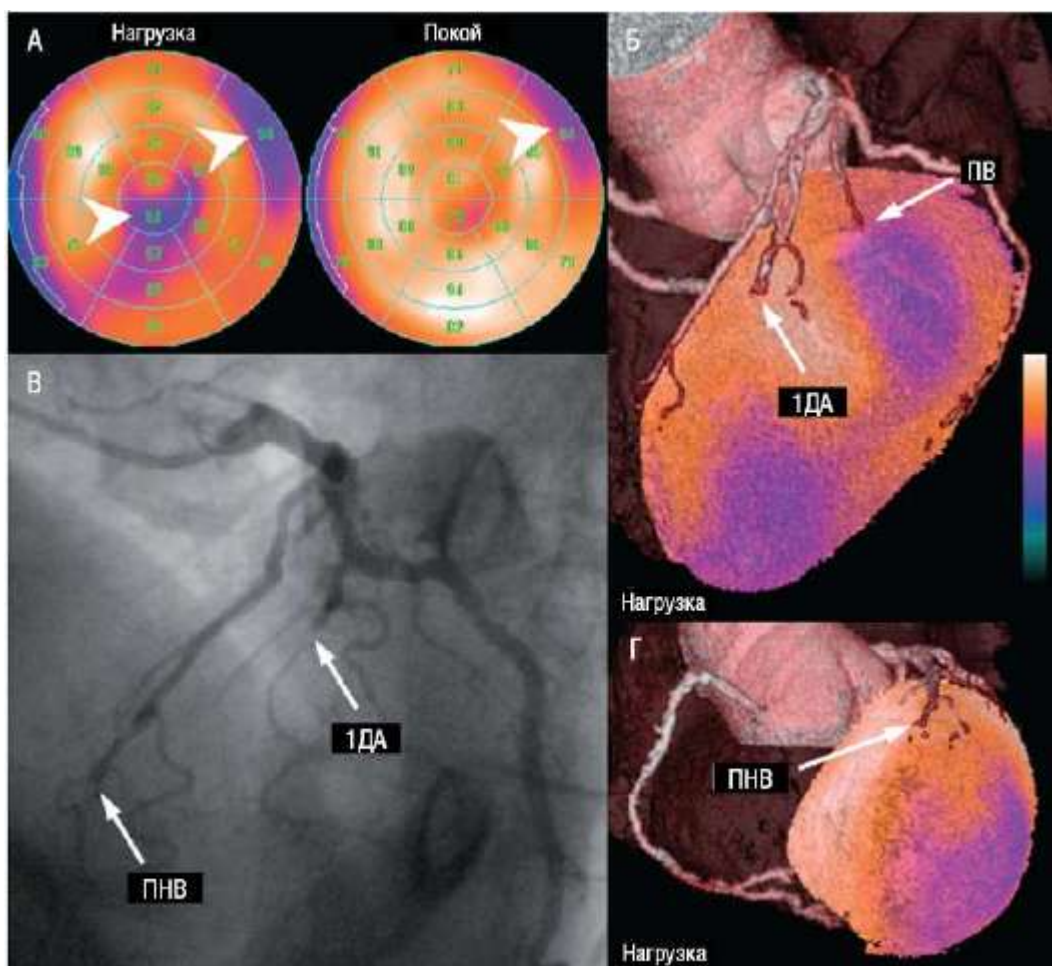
А - результаты перфузионной сцинтиграфии миокарда в покое и на фоне нагрузочной пробы представлены в системе полярных координат. В переднебоковой области визуализируется частично обратимый дефект кровоснабжения, в верхушечном сегменте нижней стенки - обратимый дефект. Б и Г - на совмещенных (ОФЭКТ + КТ) изображениях обнаружены окклюзия передней нисходящей ветви (ПНВ) и субокклюзия первой диагональной ветви (1ДА), позже подтвержденные при коронарографии. В - гипоперфузия в переднебоковой области - следствие атеросклеротического поражения передней ветви (ПВ) с частичным ее кальцинозом. На коронарограммах передняя ветвь практически не видна. Источник (с разрешения): Gaemperli O., Schepis T., Valenta I. et al. Cardiac image fusion from stand-alone SPECT and CT: clinical experience // J. Nucl. Med. - 2007. - Vol. 48. - P. 696-703.
